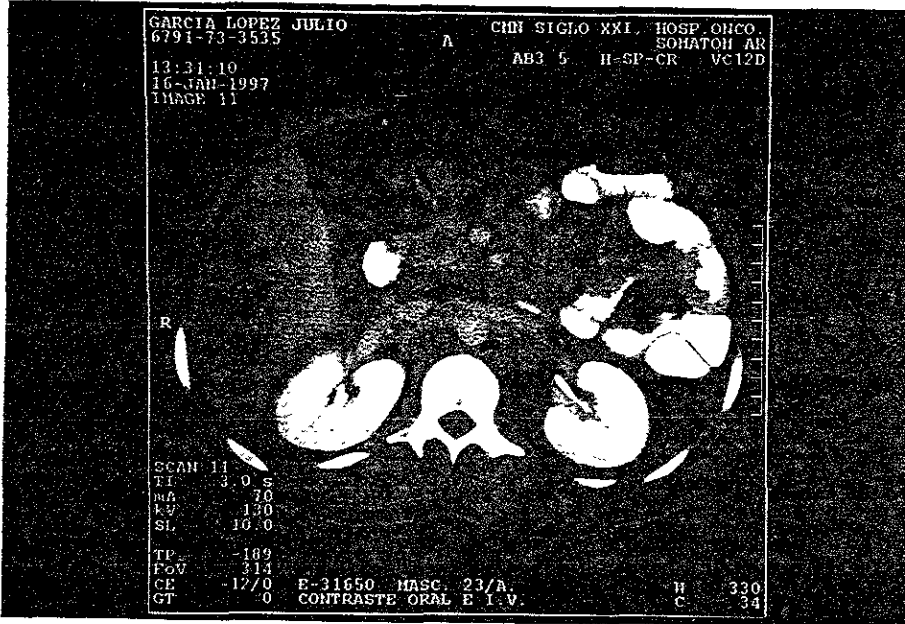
Las adenopatías retroperitoneales es uno de los hallazgos más frecuentes en pacientes con linfoma abdominal como lo demuestra la TC.
